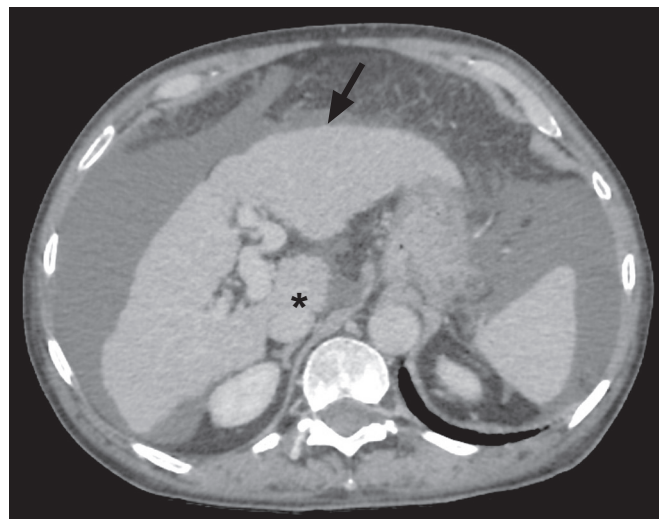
Achados de hepatopatia crônica. TC na fase portal, com sinais de hepatopatia crônica: alargamento das fissuras, heterogeneidade do parênquima hepático, irregularidade dos contornos, com proeminência dos segmentos laterais do lobo esquerdo (seta) e do caudado (asterisco), e atrofia do segmento IV e do lobo direito. Notam-se, ainda, sinais de hipertensão portal, com ascite e veia porta de calibre aumentado.
